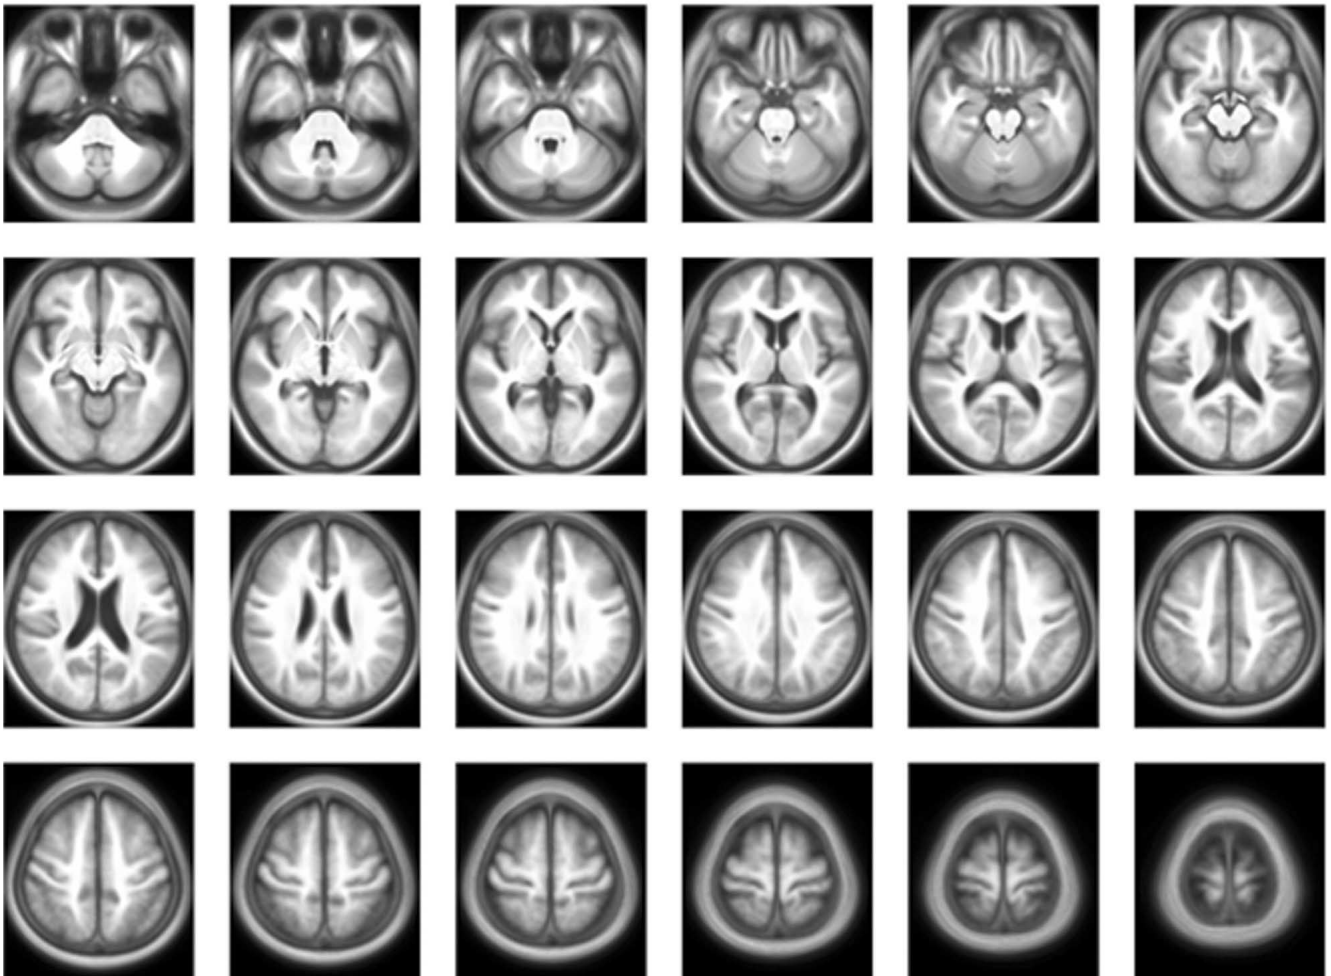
The created standard brain template of three-dimensional T1-weighted images was shown as the axial plane slices.
